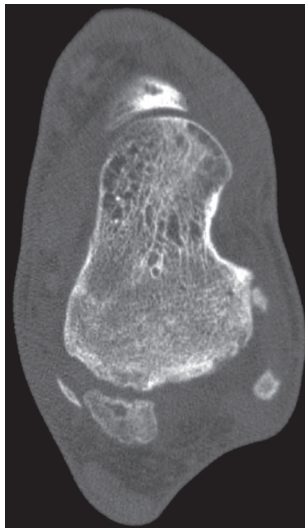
CT scanner, coupe axiale.
